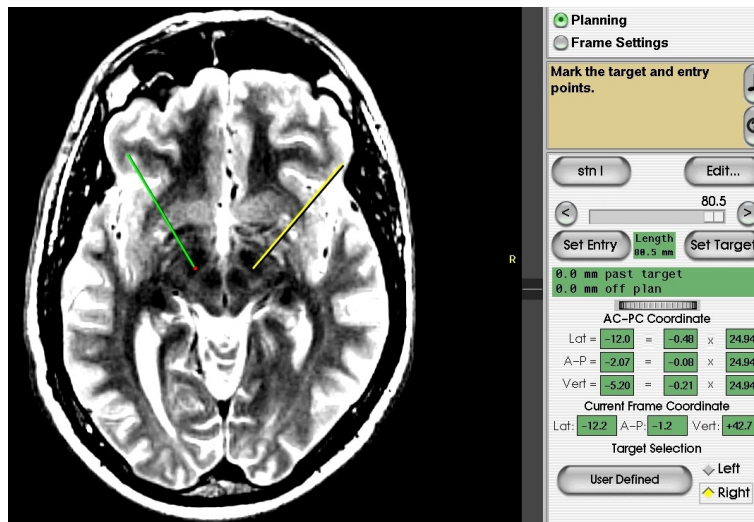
Bestimmung des Zielpunkts im T2-gewichteten MRT
